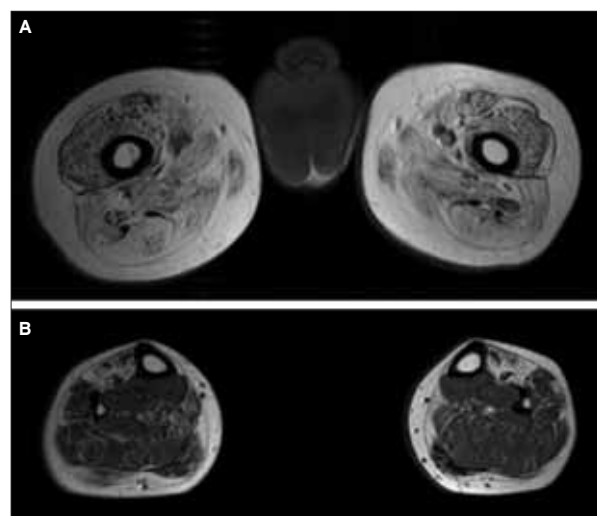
Muscle MRI on the thigh (A) and leg (B) levels (T1 weighted images). All the muscles in the posterior and anterior compartment of the thighs (A) and the muscles in the anterior compartment of the legs (B) (tibialis anterior, extensor hallucis longus extensor digitorum longus) show significant atrophy and fat degeneration.
